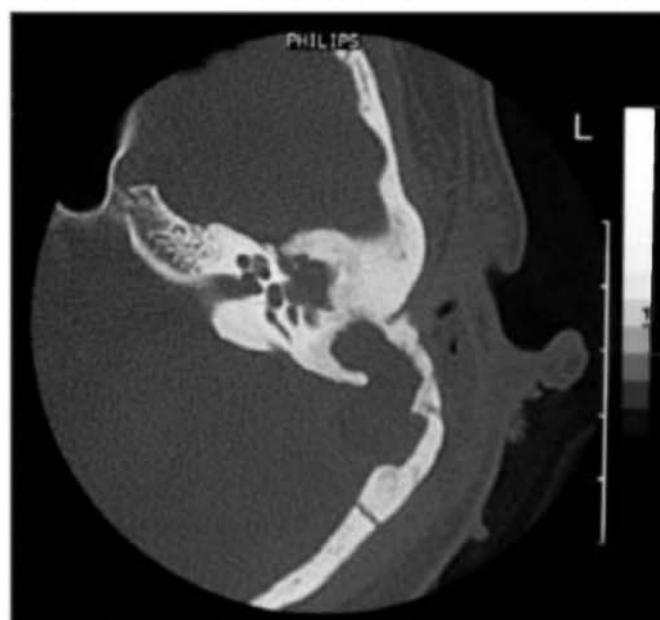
КТ с контрастированием в аксиальной плоскости больной М., 1982 г.р.
